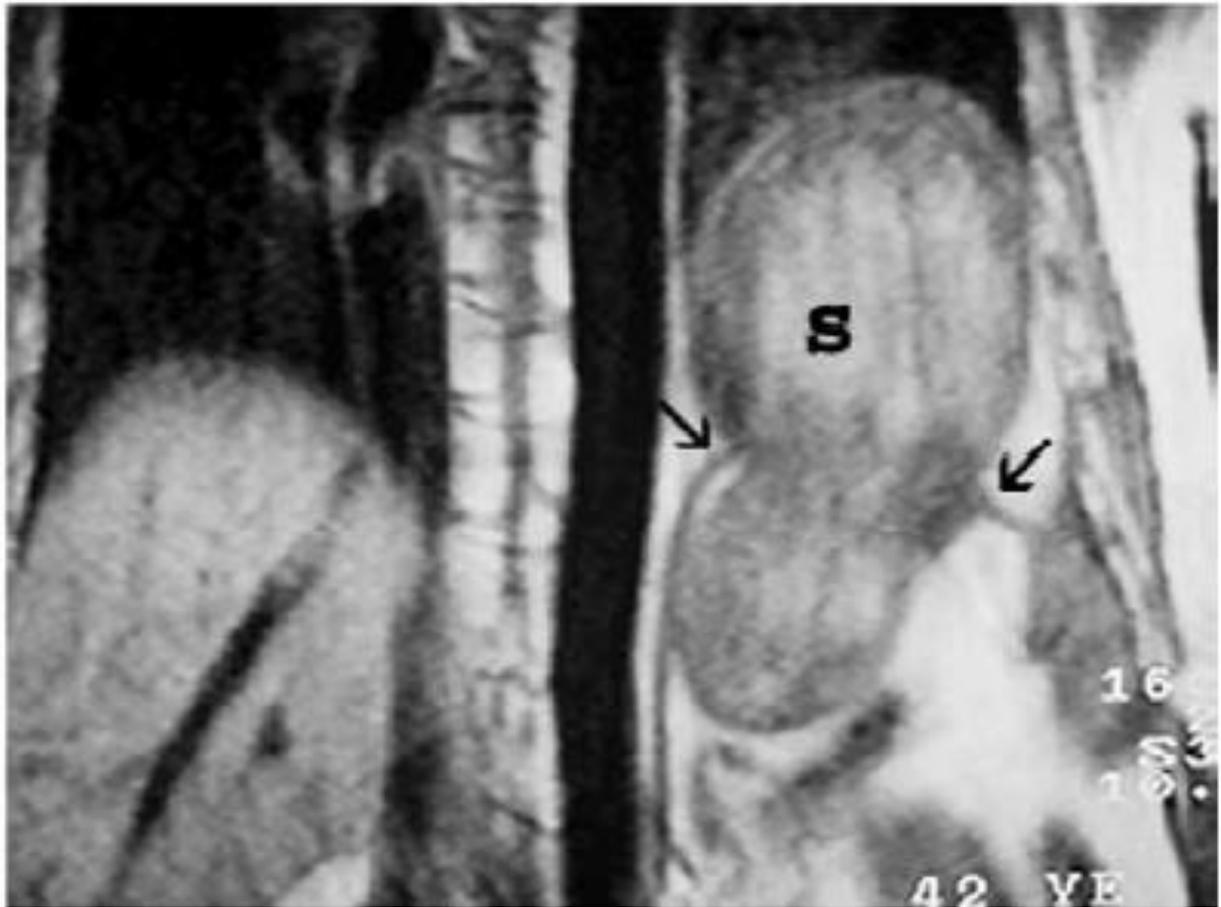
IRM T1 coronal objectivant le site de la rupture diaphragmatique (flèches) et l'estomac hernié (S) (94)
